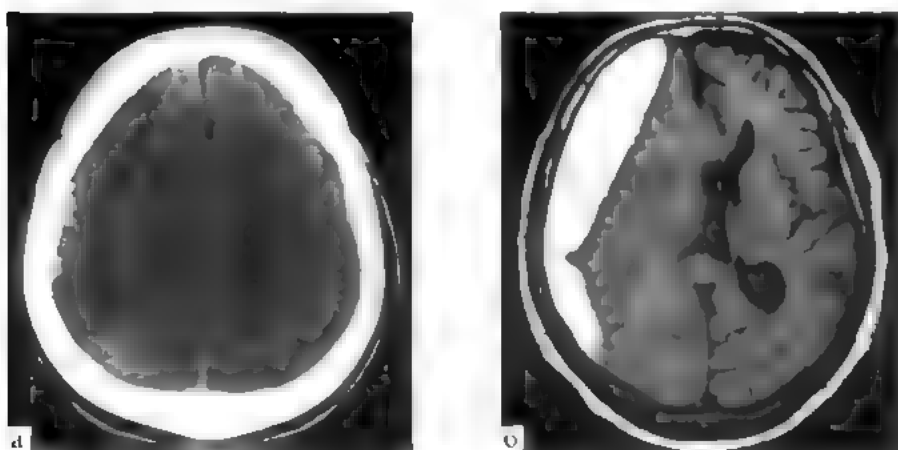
Острая субдуральная гематома левой лобно-теменной области: КТ
